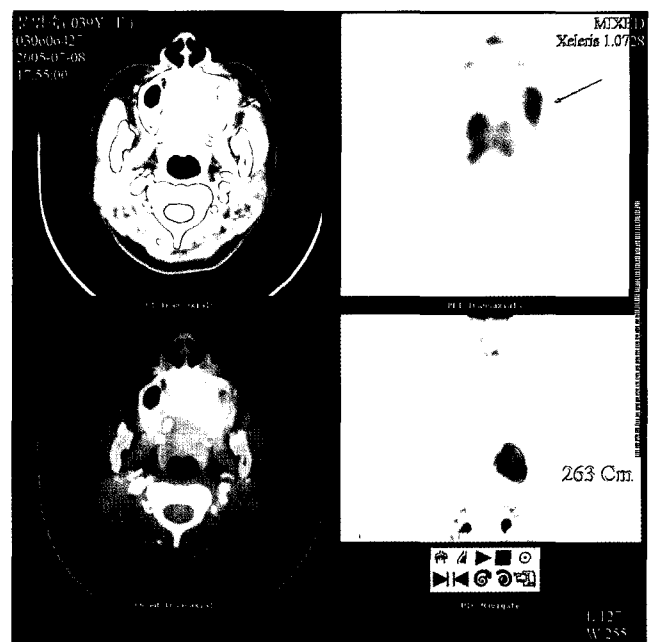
PET/CT scans. An area of mild increased FDG uptake is noted in Left maxillary antrum. No demonstrable abnormal FDG uptake in bilateral neck and submandibular areas. No evidence of distant metastasis in imaged body.
